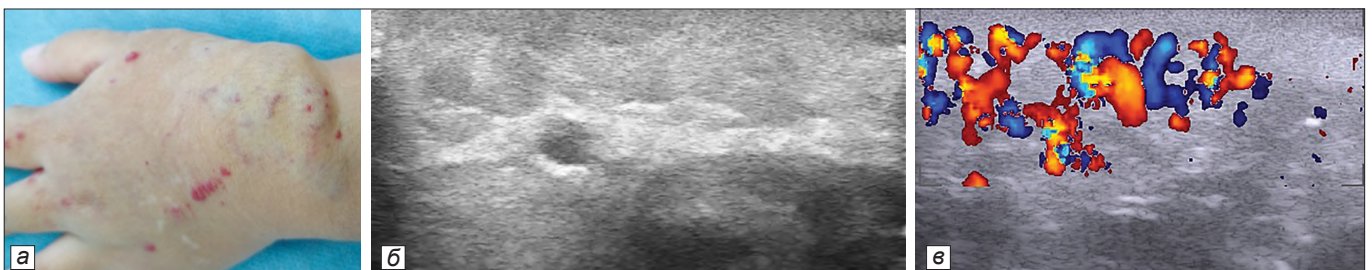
МГ кисти в стадии инволюции: *а* – внешний вид; *б* – УЗИ в В-режиме: гиперэхогенное образование; *в* – ЦДК: активная васкуляризация сохраняется.
